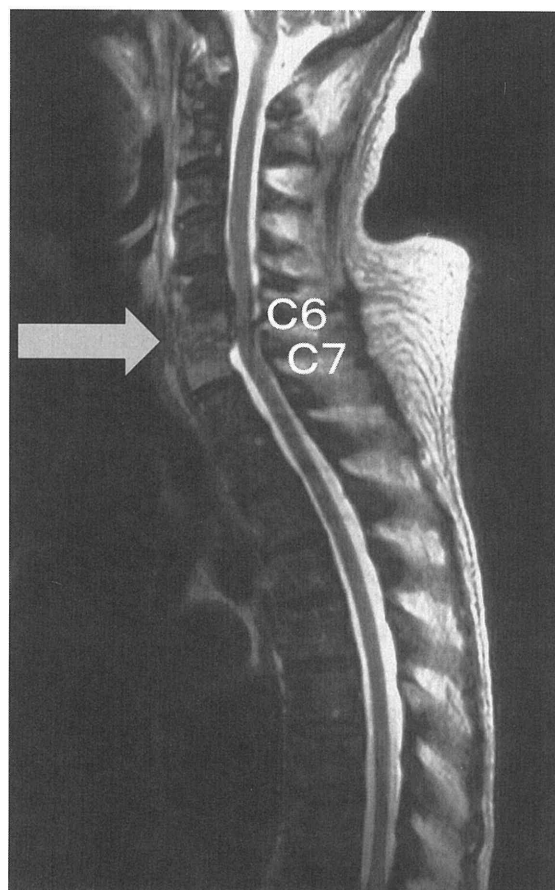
E 2005年6月30日 頸椎 MRI
